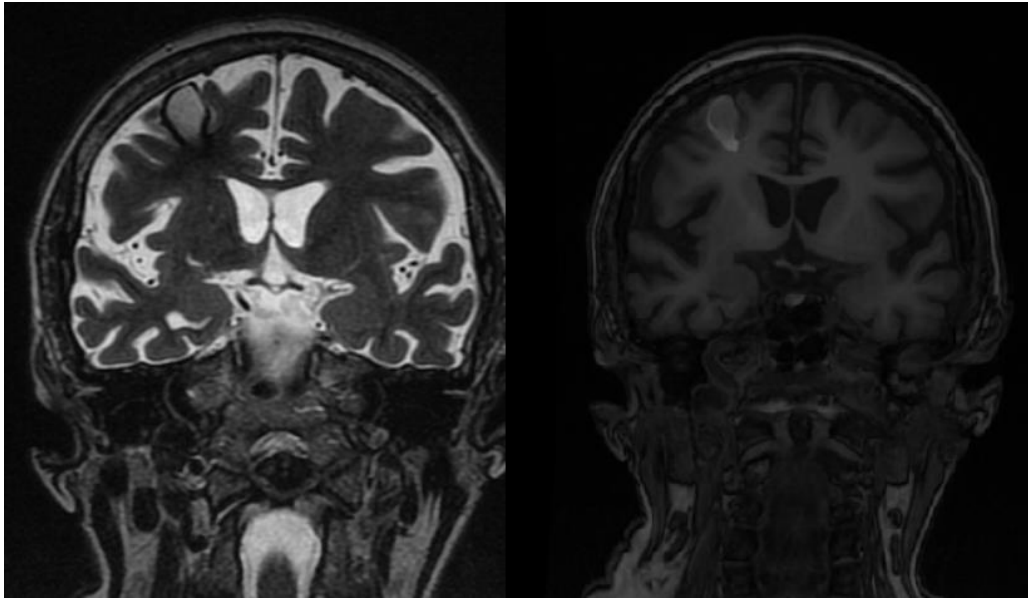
МРТ головного мозку хворої Г.С. через 6 місяців після внутрішньомозкового крововиливу.
